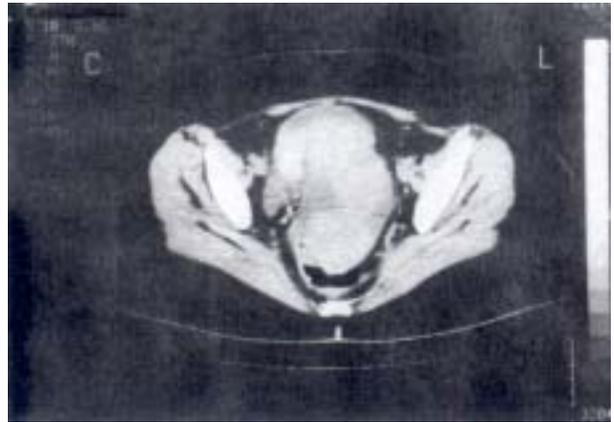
Tomografía axial computarizada. Se aprecia la tumoración en la línea media.
